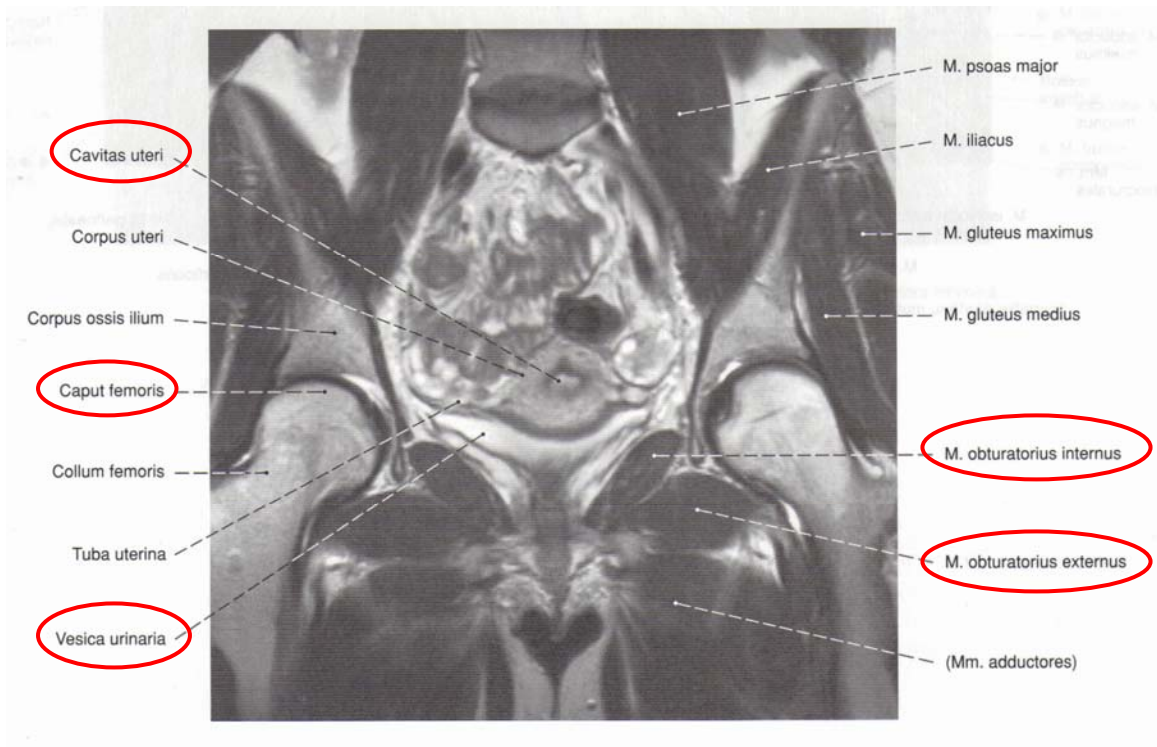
Magnetresonanztomographischer Frontalschnitt durch das weibliche Becken (Sobotta, 2000, S. 259)
